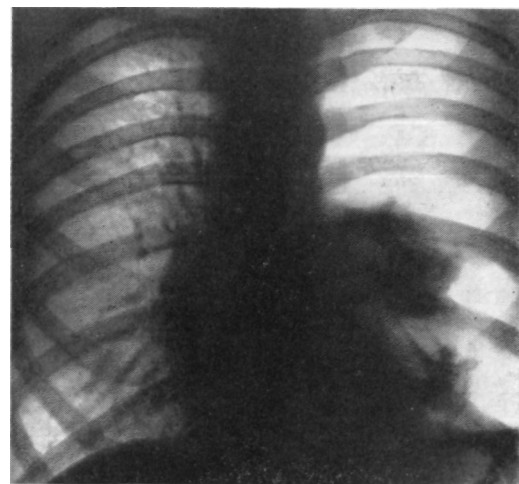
Рентгенограмма больного Д. Левосторонний посттравматический пневмоторакс, развившийся после разрыва буллы
